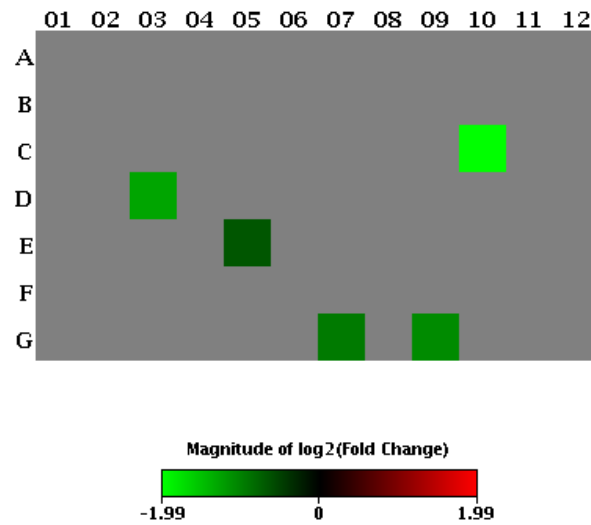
Mapa de calor da expressão gênica da resposta imune do GC+ *versus* GQ-, de CT de queratinócitos (n=10).
